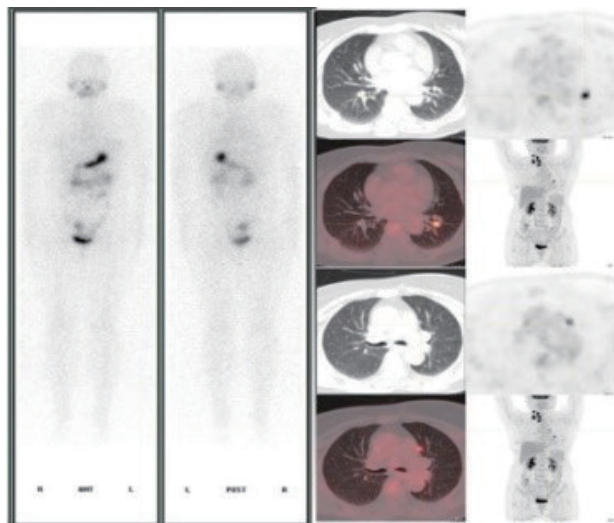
$^{131}\text{I}$ -WBS阴性、 $^{18}\text{F}$ -FDG PET/CT阳性
